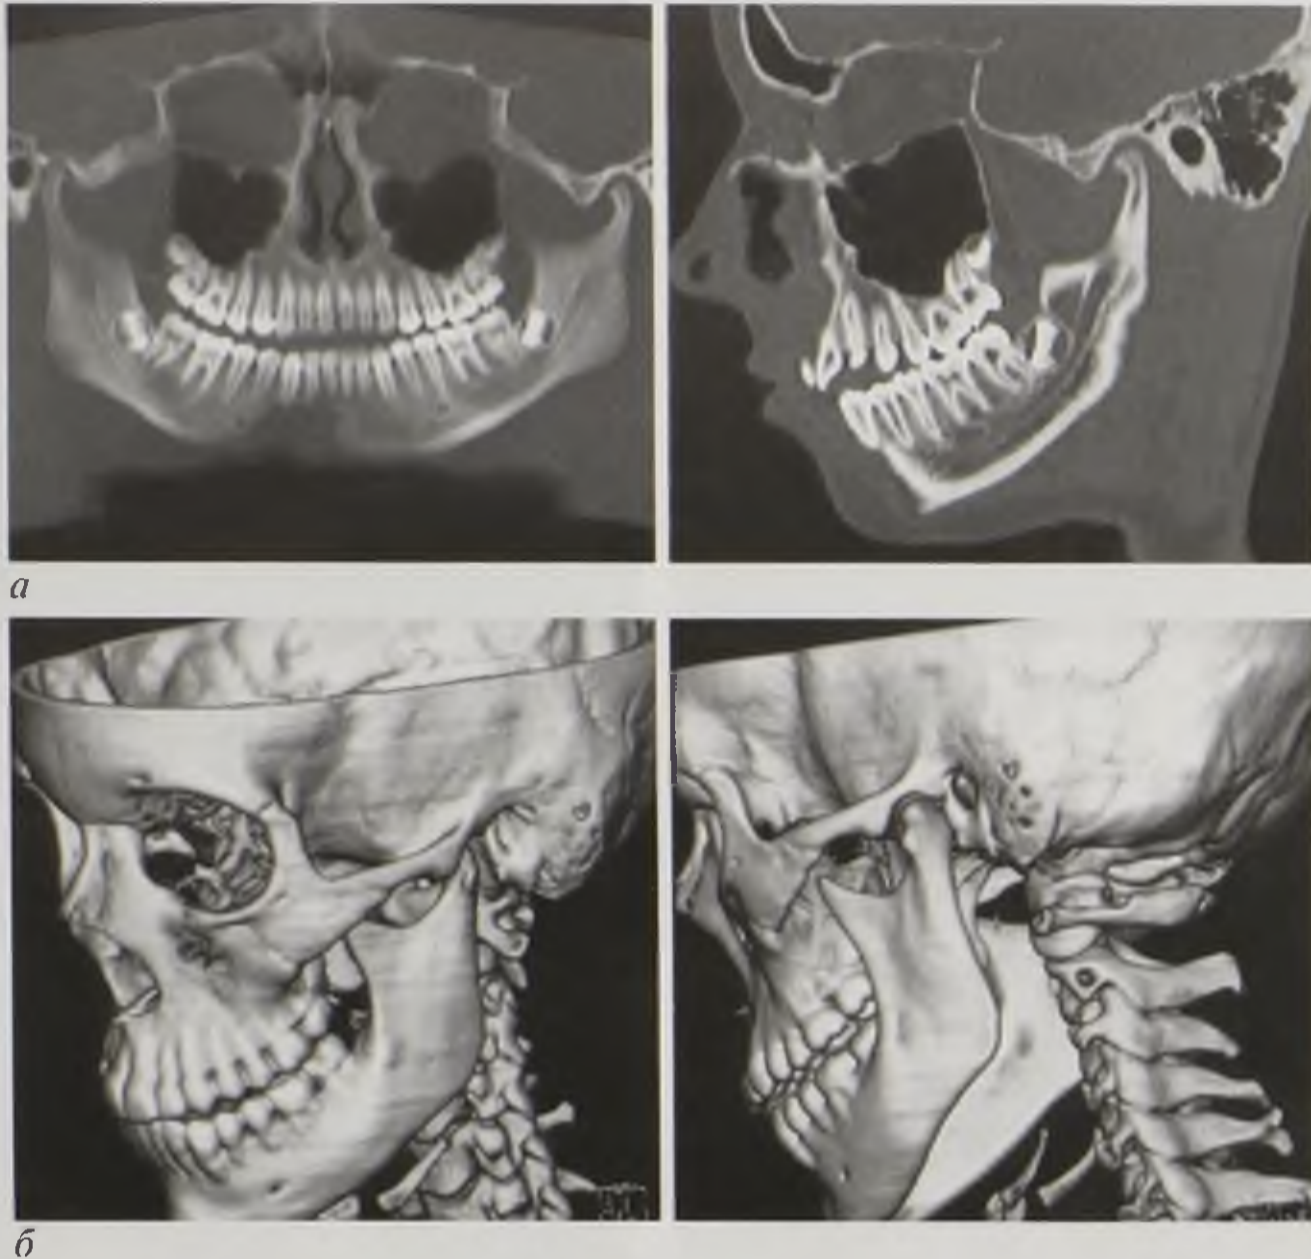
Компьютерные томограммы: *а* — мультипланарная реконструкции; *б* — 3D-реконструкции
